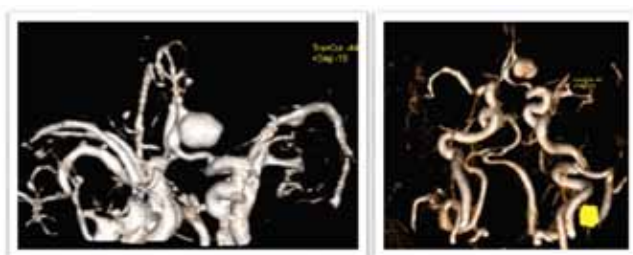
Angio-RM arterial encefálica. Legenda: Aneurisma na dependência do segmento A2 da artéria cerebral anterior esquerda. Dimensões: 1,45 x 1,09 de maiores diâmetros.
